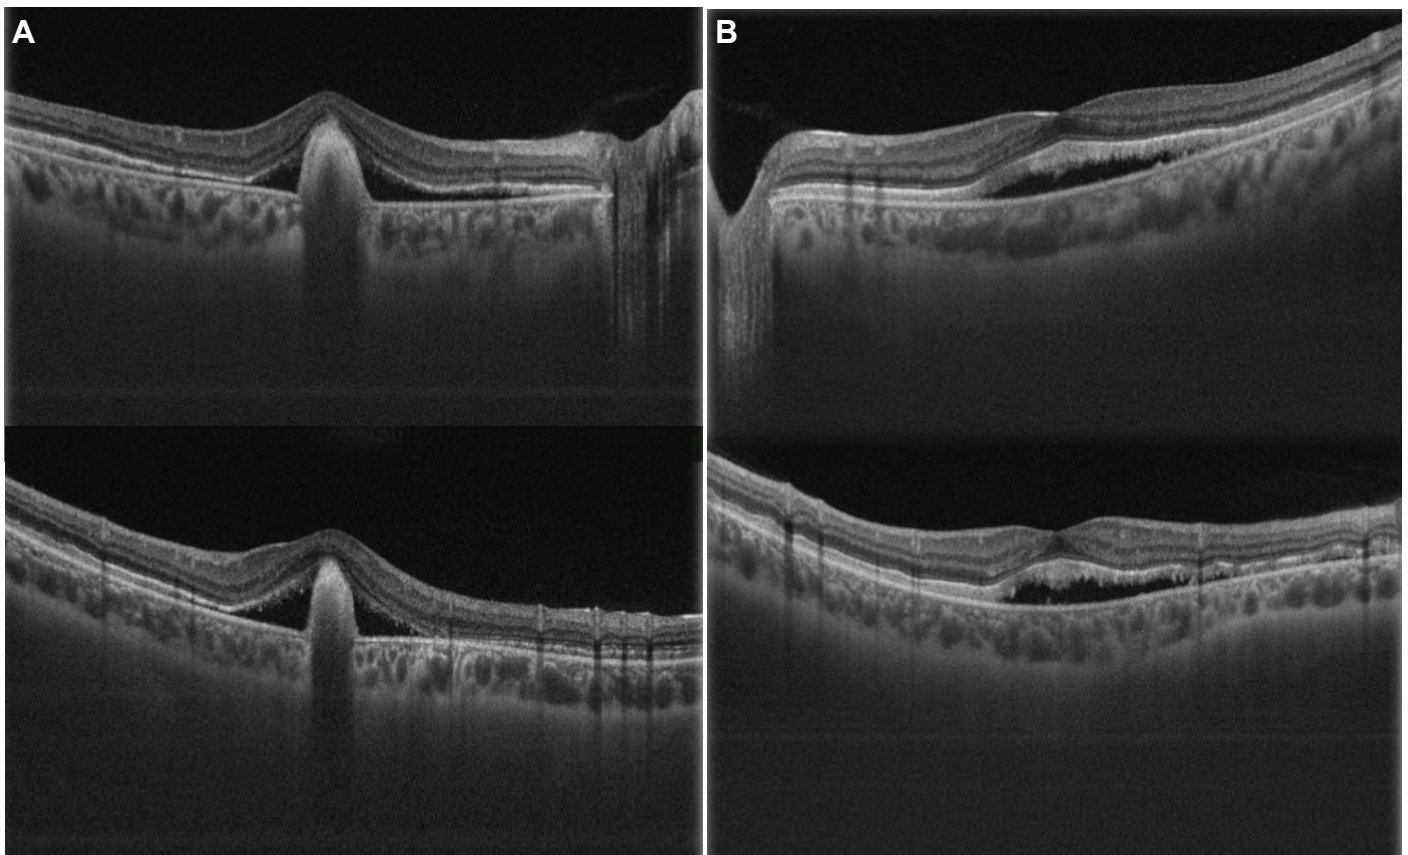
Dystrophie maculaire vitelliforme : Tomographie en cohérence optique passant par la lésion maculaire montrant à droite un espace optiquement vide entre l'EP et la neuro-rétine, avec une hyper réflectivité semblant apparaître sous l'EP et causant un ombrage postérieur. La couche des photorécepteurs est épargnée (A) et à gauche une interruption de la couche des photorécepteurs et apparition de dépôts hyper-réfléctifs au niveau de l'EP, de l'espace séparant l'EP de la neuro-rétine, et sur la couche des photorécepteurs. L'espace vide correspond à la résorption du matériel vitellin (B).
